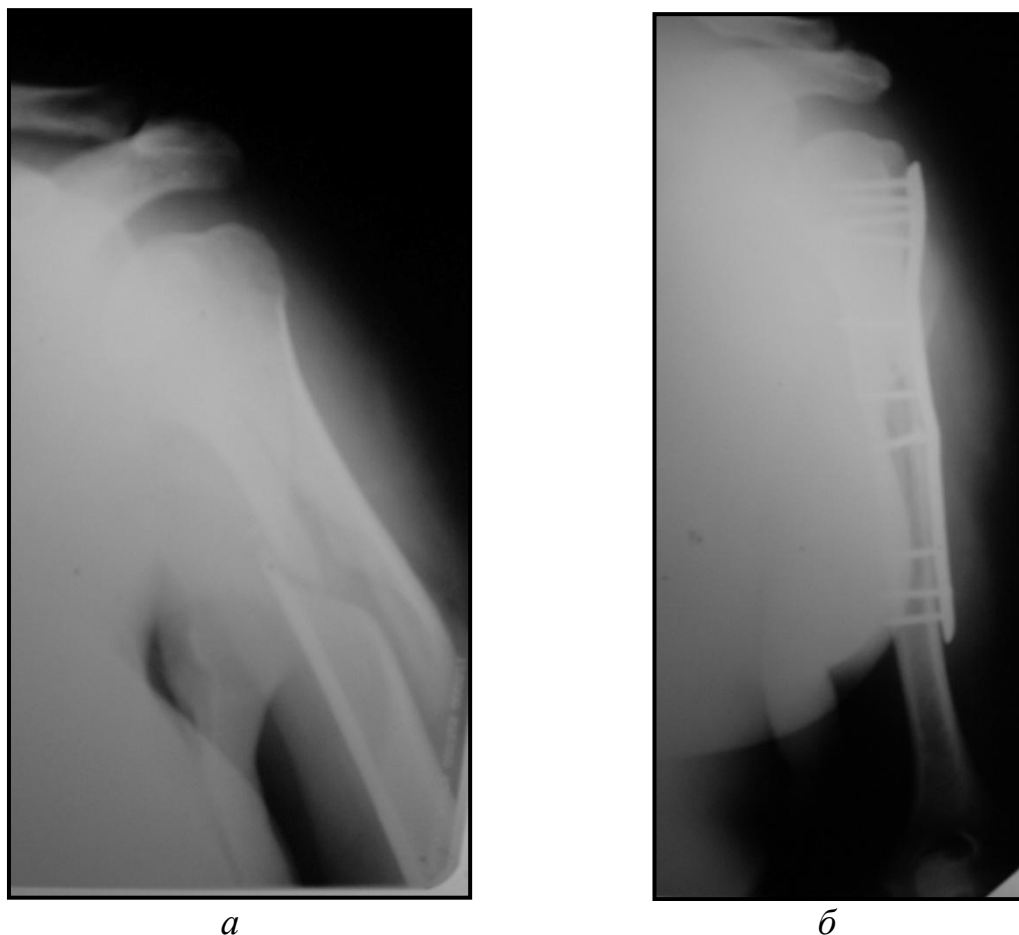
Рентгенограммы левой плечевой кости в прямой проекции больной К., 55 лет, и/б № 3896.
